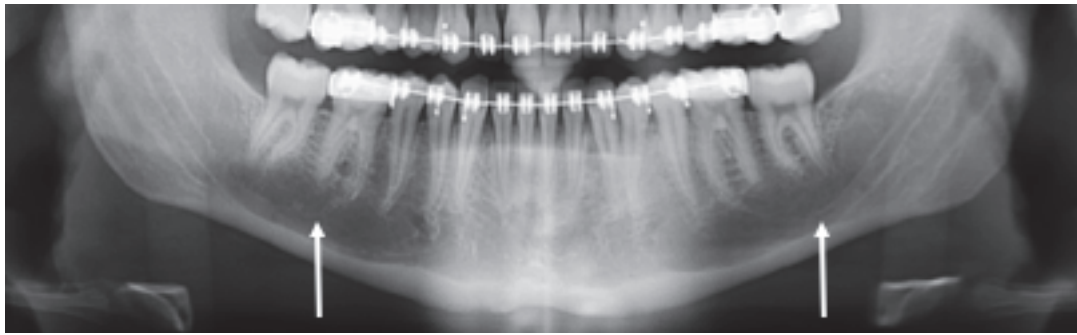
Radiographie des fosses sous-maxillaires
